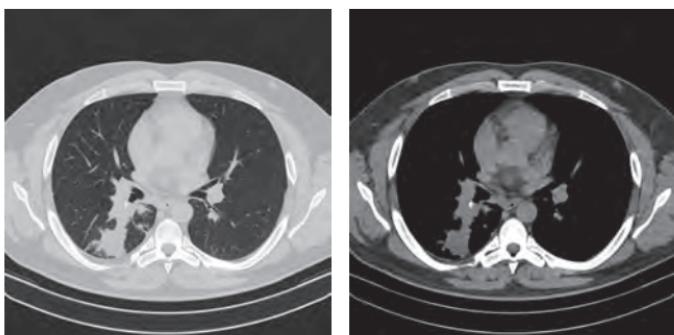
КТ-картина при аденоме бронха
